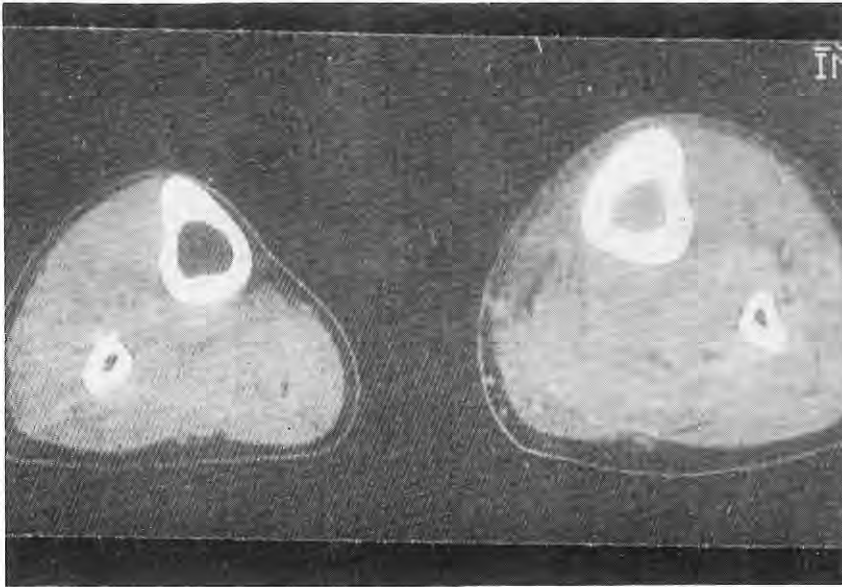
TAC que demuestra el aumento de consistencia de las partes blandas de la pantorrilla derecha, notablemente aumentada de volumen.
